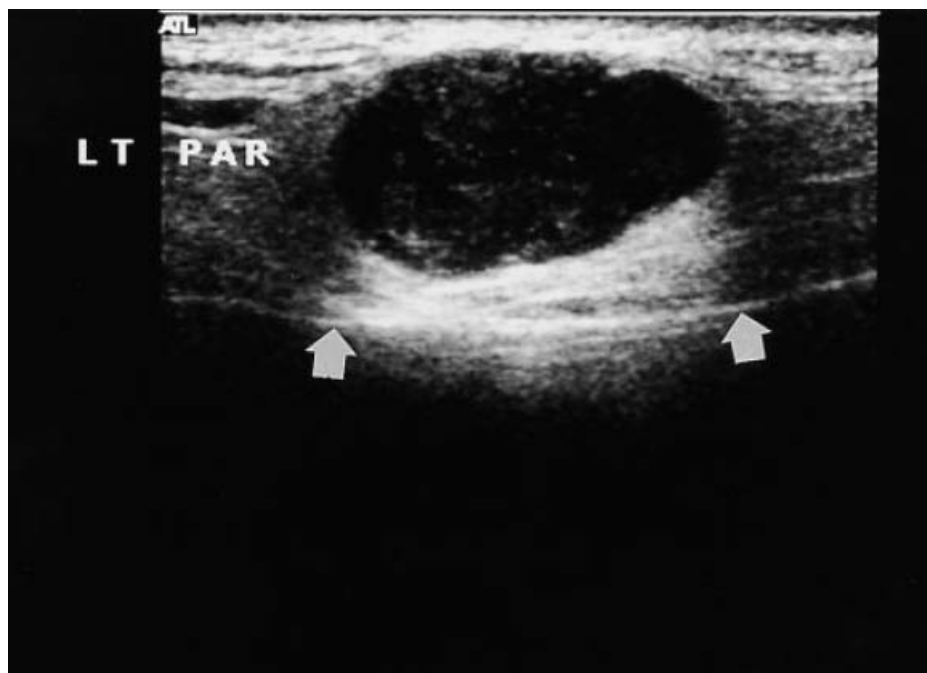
Échographie d'un adénome pléomorphe de la parotide gauche montrant sur une coupe longitudinale une masse lobulée d'architecture hétérogène localisée au lobe superficiel de la glande parotide gauche avec un rehaussement distal associé.(58)
